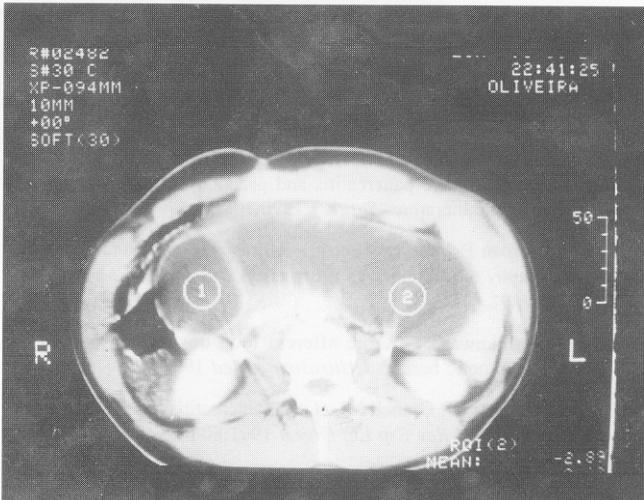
Tomografia computadorizada de abdome mostrando grande imagem cística que corresponde à alça aferente dilatada que foi inicialmente interpretada como pseudocisto de pâncreas. O número 1 mostra a porção proximal do duodeno dilatado e o número 2 mostra a porção mais distal.
